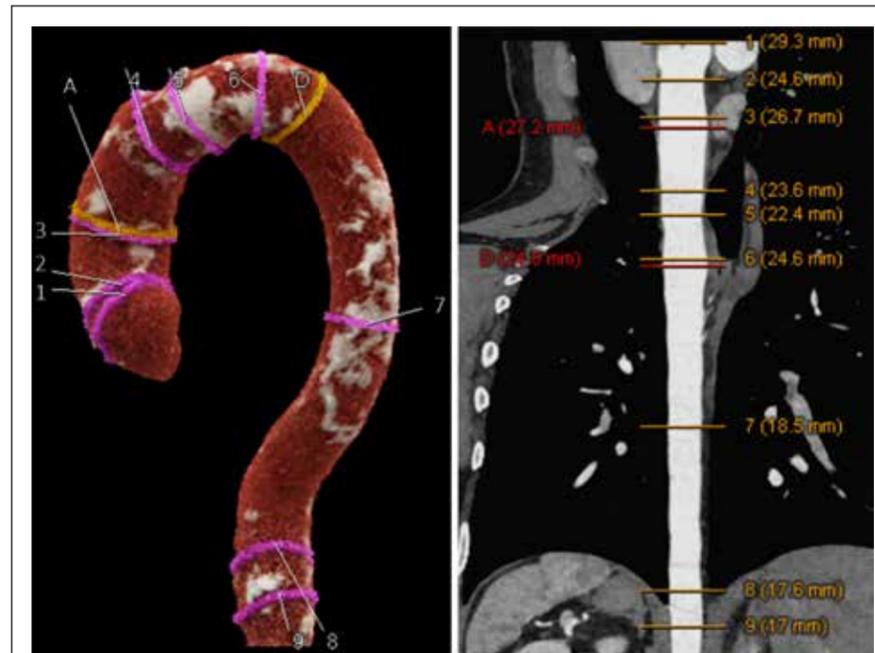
KI-basiertes, automatisches 3D-Volume-Rendering und Auswertung der thorakalen Aorta, was sowohl mit nativer (linkes Bild) als auch kontrastmittel-gestützter (rechtes Bild) Computertomographie (CT) funktioniert. Die Auswertung ermittelt Gefäßdurchmesser in den Aorten-Segmenten entlang der thorakalen Aorta (1: Bulbus; 2: sinu-tubulärer Übergang; 3: mittlere Aorta ascendens; 4: proximaler Aortenbogen; 5: mittlerer Aortenbogen; 6: distaler Aortenbogen; 7: mittlere Aorta descendens; 8: distale Aorta descendens; 9: Aorta auf Höhe des Diaphragmas) sowie maximale Durchmesser der Aorta ascendens (markiert als „A“) und descendens (markiert als „D“). Die Verkalkung ist als weiße „Flecken“ in der 3D Darstellung erkennbar.
